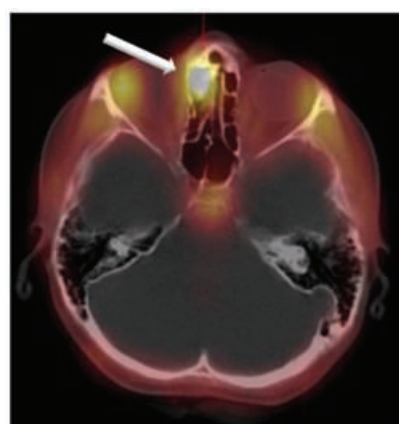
Аксиальный срез головы в режиме ОФЭКТ/КТ. Определяется объёмное образование в передних ячейках решётчатой кости справа с распространением в правый носовой ход (указано стрелкой). Патологическое образование интенсивно и равномерно накапливает РФП. Рецидив заболевания
